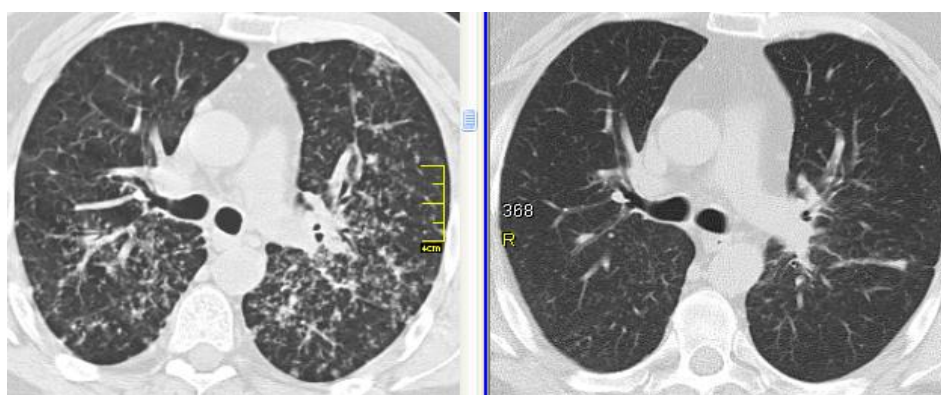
КТ хворого С. (ліворуч – вихідні дані, праворуч – через 3 міс. ГКС-терапії): фаза регресії саркоїдозу – майже повне зникнення вузликової дисемінації в легенях
